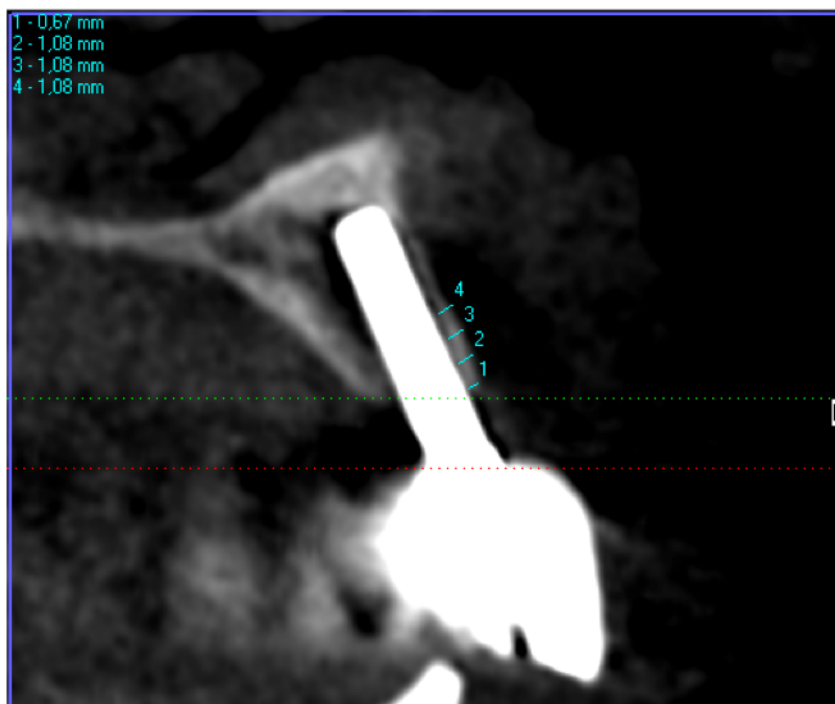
Ejemplo de mediciones realizadas en un paciente del estudio en el CBCT
